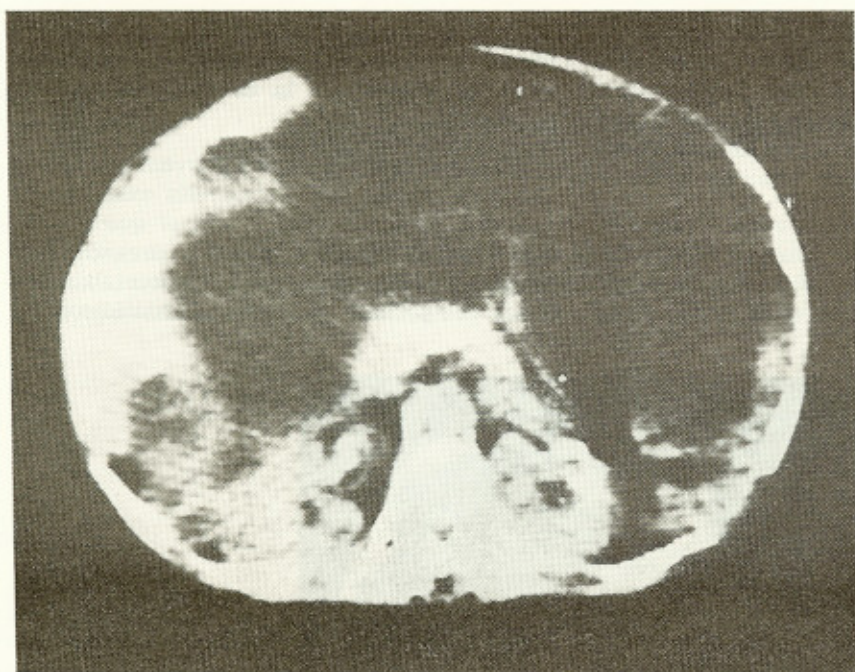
Tomografía axial computada de abdomen, en la que se ve al hígado comprimido por una masa tumoral hipodensa que ocupa el resto de la cavidad abdominal.
